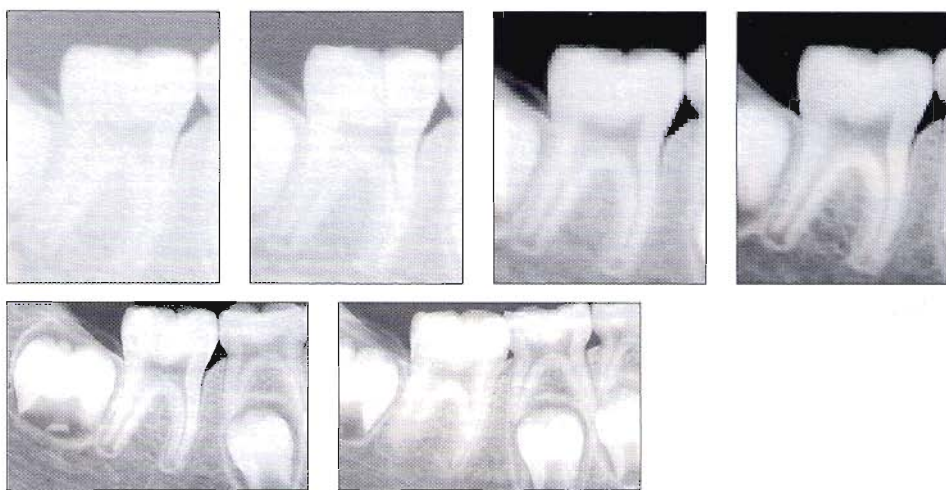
Test in vitro. Videoradiografie (Gendex-Philips) e radiografie #2 su cranio secco. Tempi di esposizione utilizzati: 0.10 s, 0.13 s., 0.20 s., 0.22 s per le video-rx; 0.16 s per la Kodak Ektaspeed; 0.22 s per la Kodak Ultraspeed.
